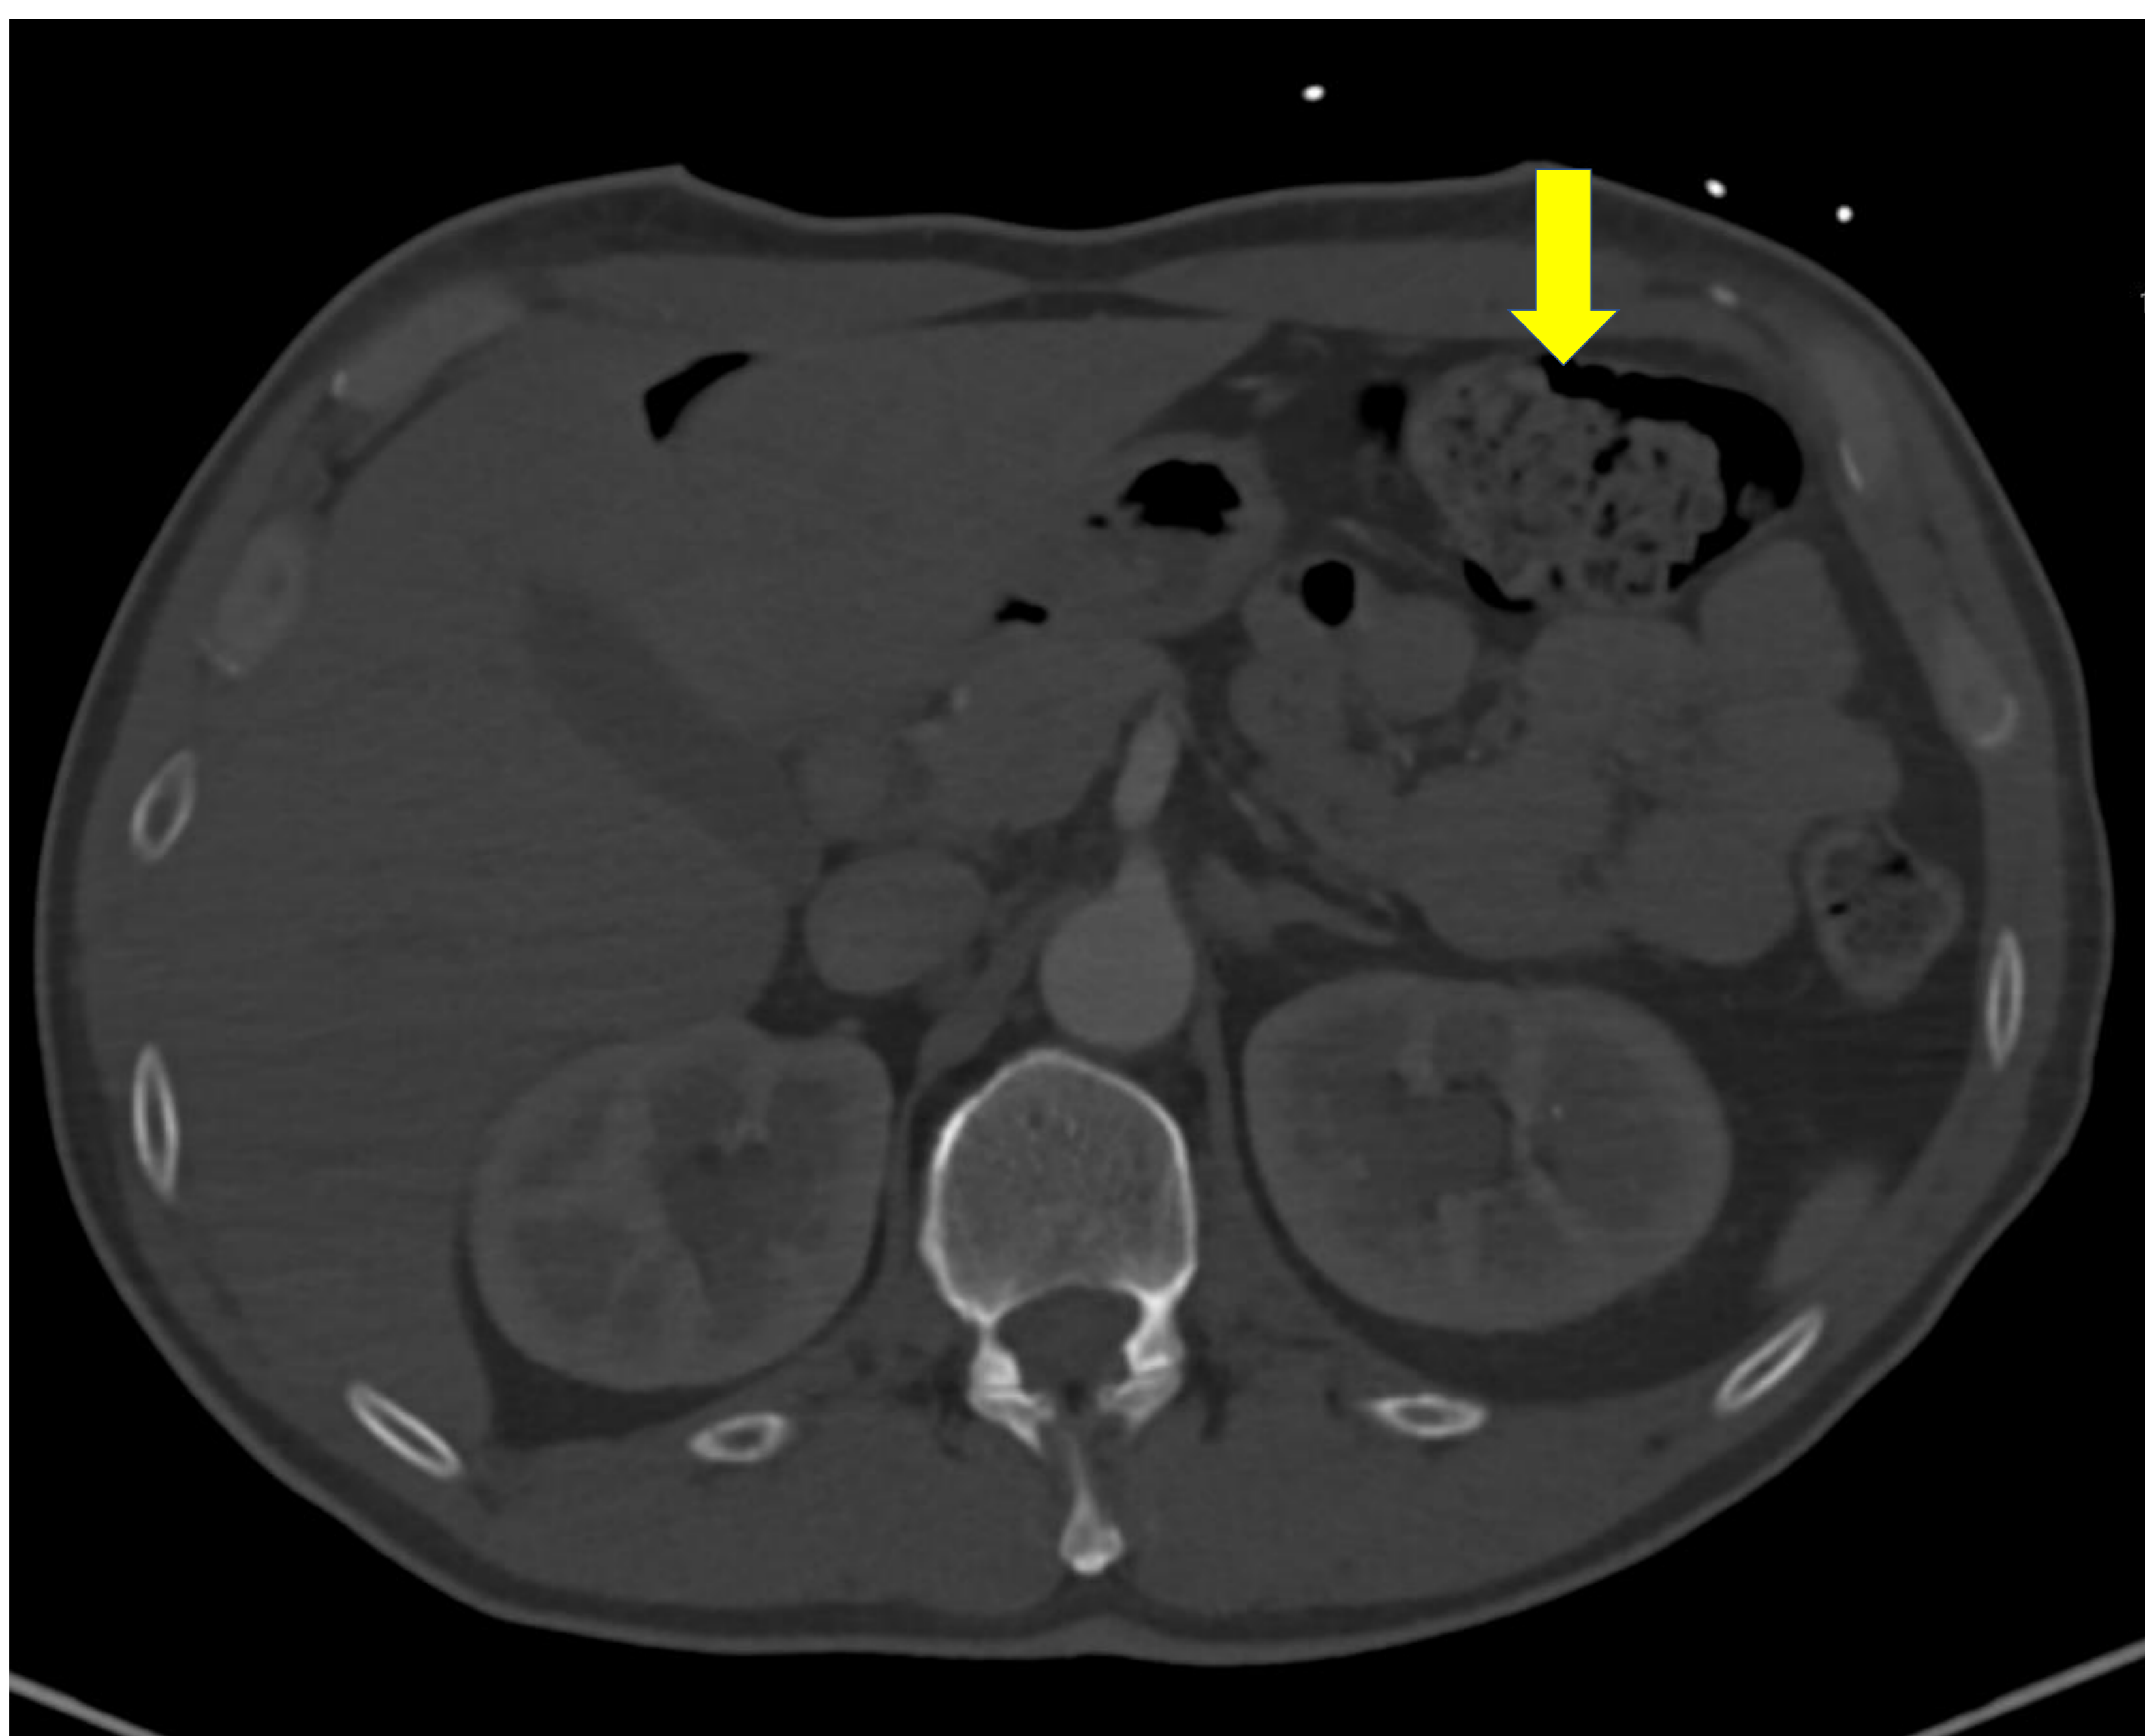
TC axial con ventana ósea. Neumatosis intestinal en un paciente que acude tras apuñalamiento. Se objetiva gas anormal en la pared del intestino. Se observa el trayecto (flecha azul) de la puñalada en región epigástrica con gas en la cavidad peritoneal y enfisema subcutáneo (flecha verde) que se introduce en la cavidad abdominal y el ligamento falciforme. El colon transverso se localiza en el trayecto de esta puñalada con pequeñas burbujas de aire en relación a perforación del mismo (flecha amarilla).
